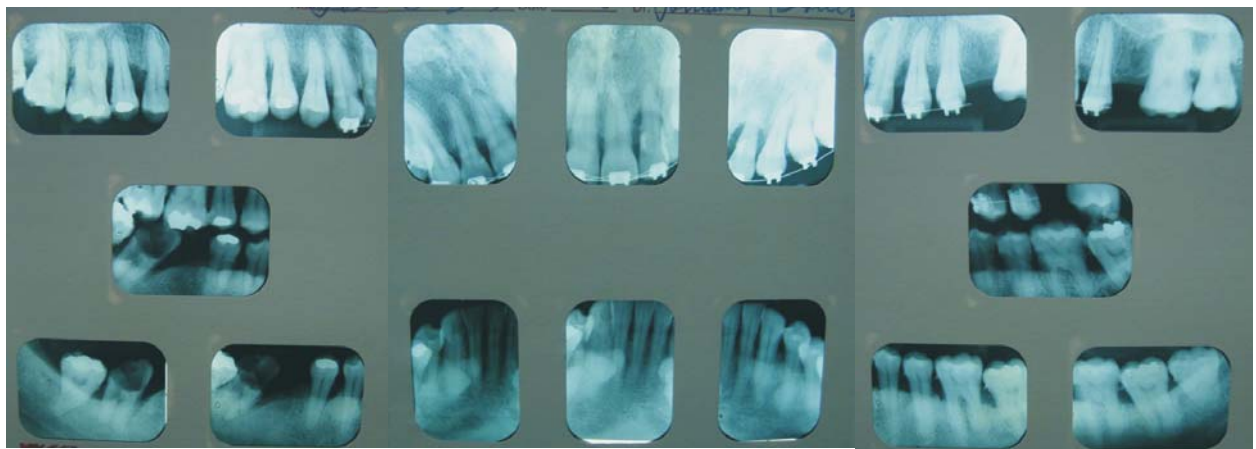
Periapicales y coronales de la paciente antes del tratamiento.
